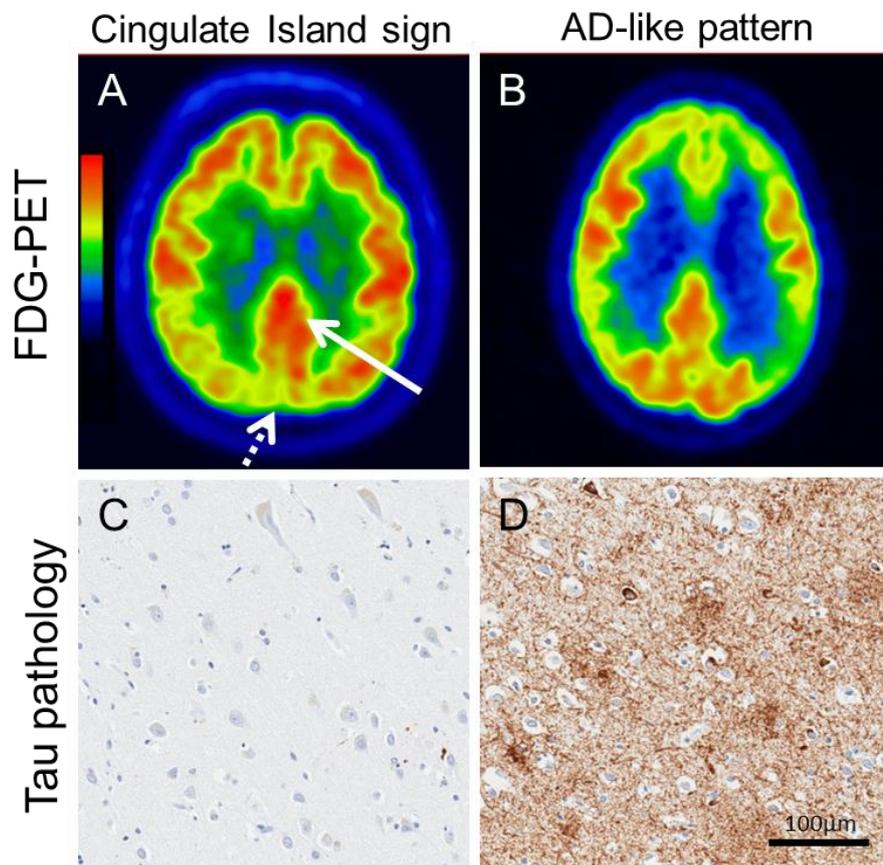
L'imagerie PET a été réalisée à l'aide d'un traceur ^{18}F -FDG. L'interprétation visuelle de l'image axiale démontre (A) que le cingulum postérieur (flèche) est relativement épargné, par rapport à l'hypo-métabolisme du lobe occipital (flèche en pointillés) (B) par rapport à l'ensemble de la forme MA de l'hypo-métabolisme du lobe pariétal et du métabolisme occipital préservé. Contrairement au cas (C) avec un signe « d'îlot cingulaire » positif et peu ou pas de pathologie tau hyperphosphorylée dans le cingulum postérieur, (D) le cas avec un signe « d'îlot cingulaire » négatif avec une accumulation beaucoup plus grande de pathologie tau.
